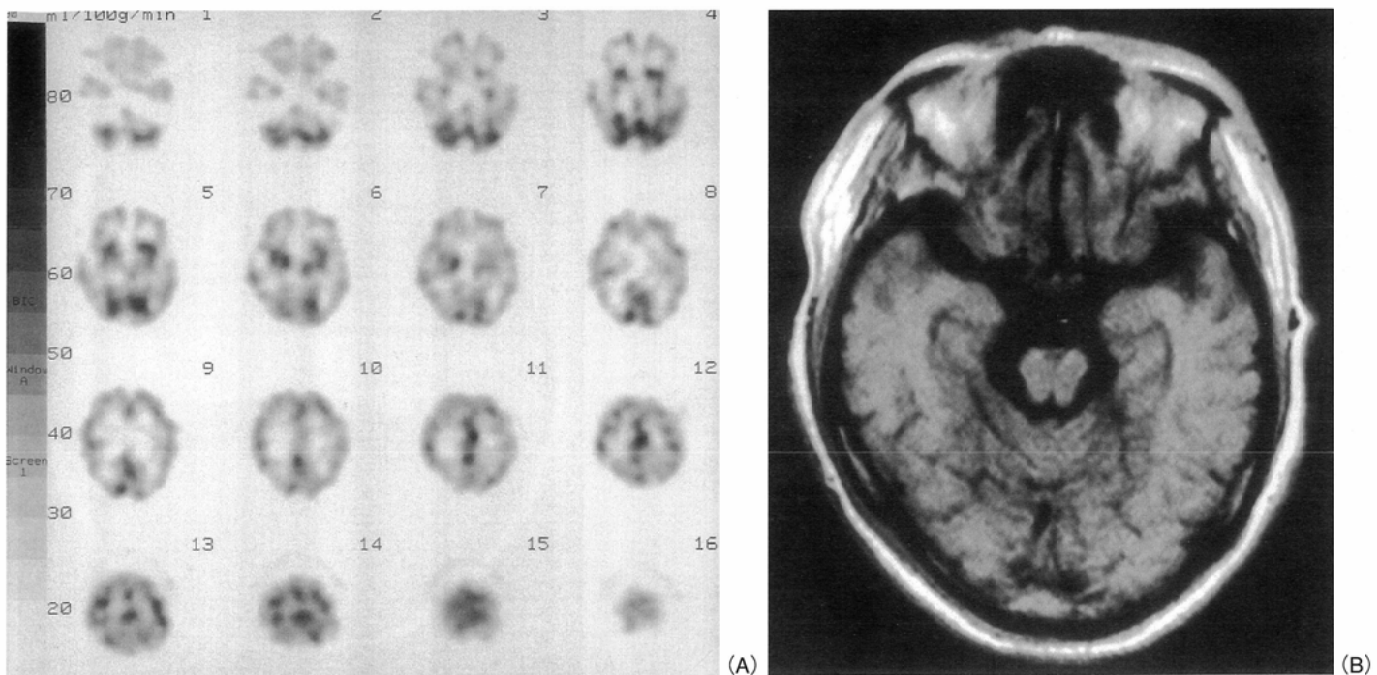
Dysarthria and memory disturbance in a 60-yr-old male. (A) ^{99m}Tc -HMPAO SPECT shows hypoperfusion of cerebral cortex and brain stem. Asymmetry of basal ganglia is also noted. (B) T1-weighted MR image (550/25) shows an atrophy of brain stem.
